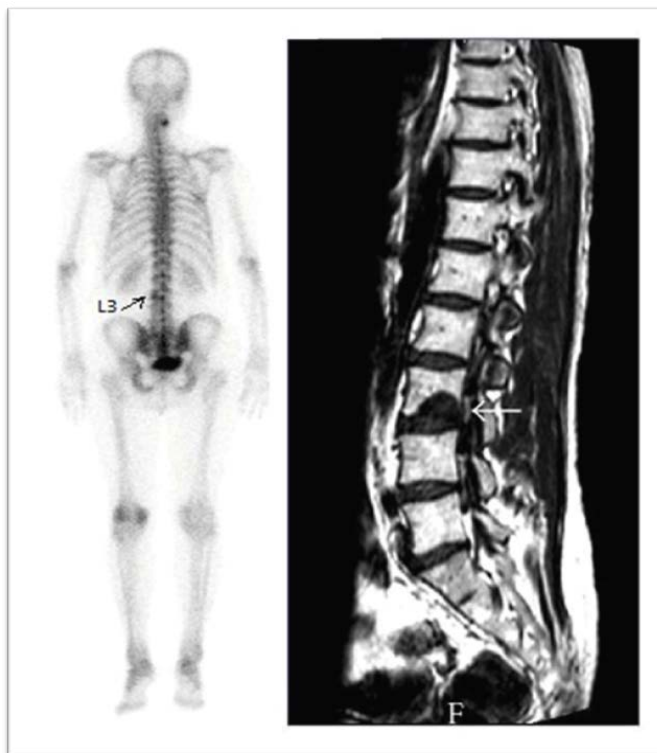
42-year-old woman diagnosed with: breast cancer 5 years ago, stage I, morphologically ductal-invasive carcinoma G2, ER/PR(+), Her2neu-neg, treatment was performed: right-sided sectoral resection, radiation therapy, hormone therapy (5 years), currently in control laboratory study revealed high level of oncomarker. In control research bone scan revealed focal uptake in vertebra C4 and L3 (mts?), additional was performed MRI which revealed mts damage in L3 and C4 osteophytes.
